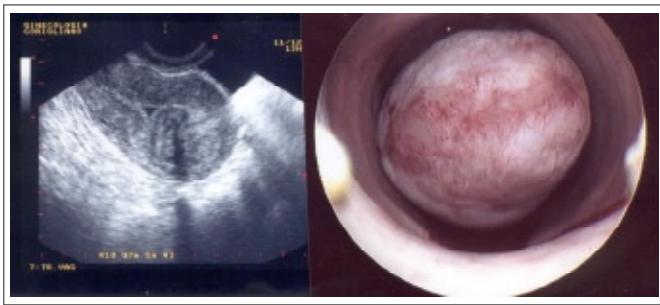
Immagine ecografica di moma intracavitario e corrispondente aspetto isteroscopico.
